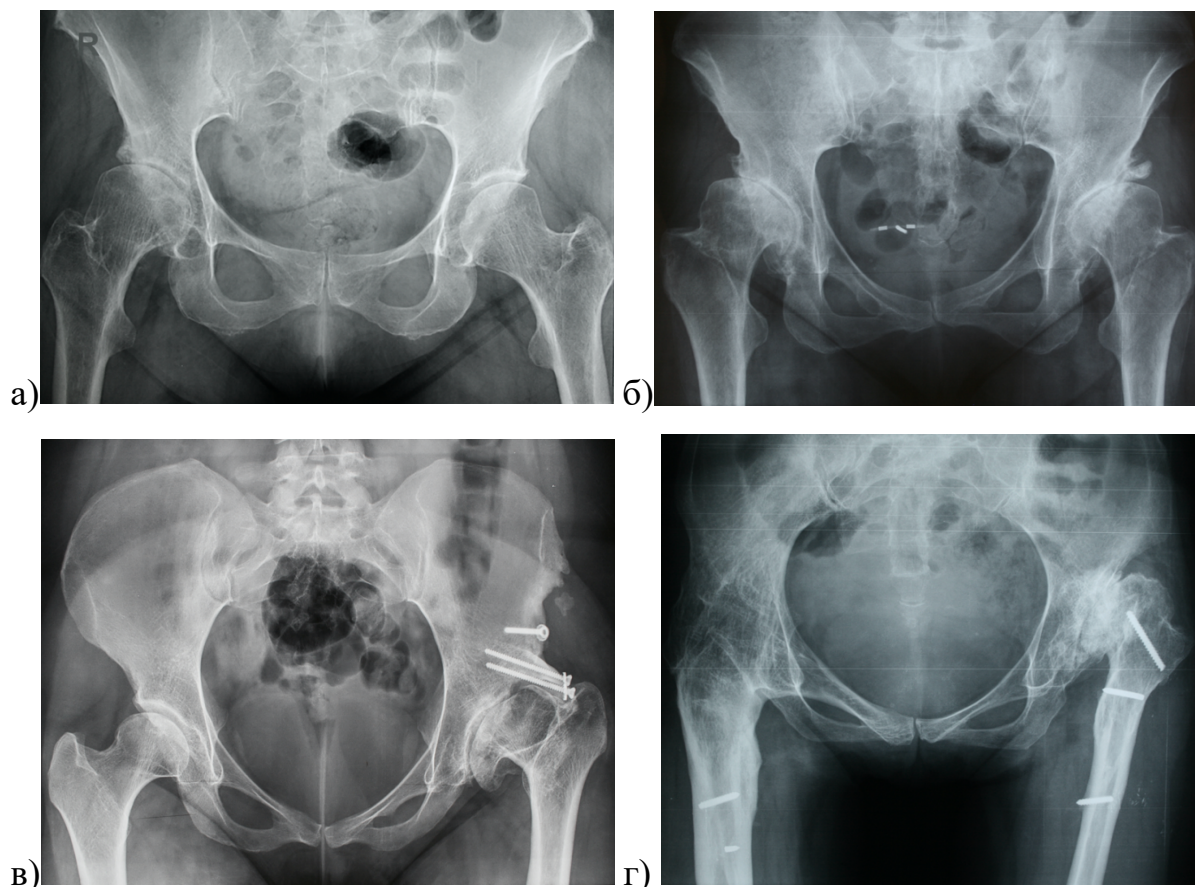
Обзорные рентгенограммы таза пациентов с диспластическим коксартрозом: а – женщина 53 лет с двусторонней дисплазией типа А по Hartofilakidis (умеренная краниолатеральная инклинация крыши вертлужной впадины с обеих сторон, вальгусная деформация шейки, отсутствие подвывиха бедра) слева без дегенеративных изменений, справа коксартроз 2-3 степени (износ хряща в верхнелатеральном отделе, суставная щель прослеживается на всем протяжении); б – женщина 42 лет с двусторонней дисплазией типа В2 по Hartofilakidis, коксартроз 3 степени (выраженная краниолатеральная инклинация крыши вертлужной впадины с обеих сторон, вальгусная деформация шейки, подвывих обоих бедер, значительный износ хряща в верхнелатеральном отделе); в – женщина 28 лет с дисплазией типа А по Hartofilakidis справа и типа В1 по Hartofilakidis слева, а также состояния после шельф-артропластики (выраженная краниолатеральная инклинация крыши вертлужной впадины, варусная деформация шейки, подвывих бедра слева, значительный износ хряща в верхнем отделе); г – женщина 39 лет с артродезом ТБС справа и дисплазией типа С1 по Hartofilakidis слева, а также состояния после шельф-артропластики (полный низкий вывих бедра, ложная вертлужная впадина в теле подвздошной кости, деформация после подвертельной остеотомии, наличие неудаленных винтов)
